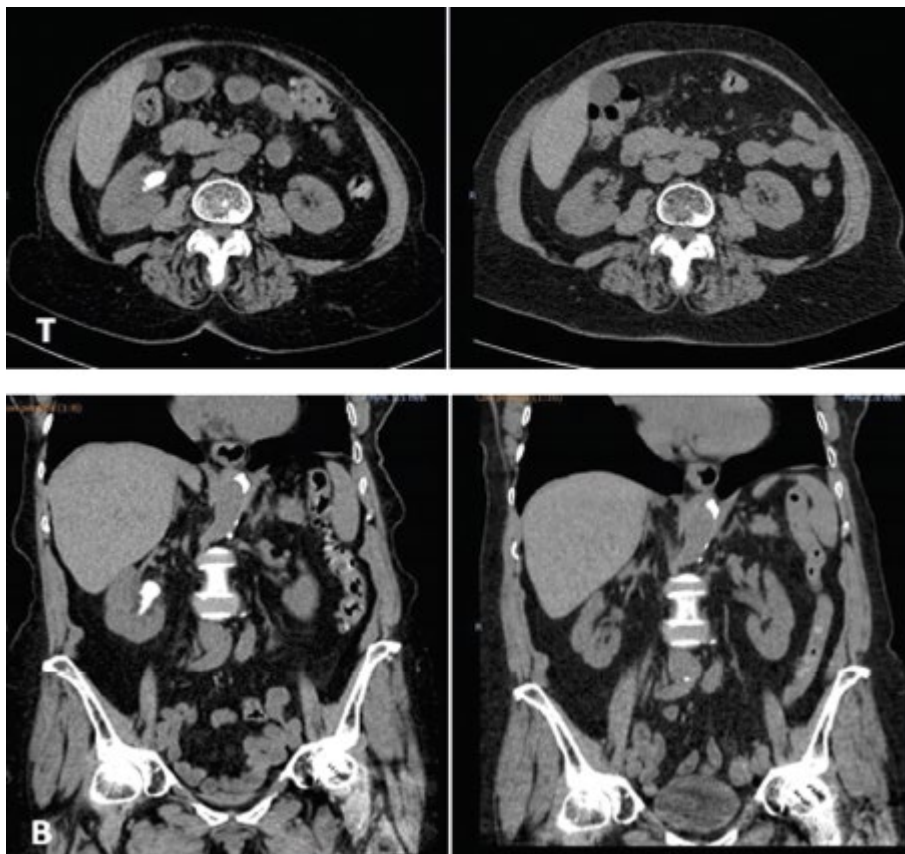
А) Поперечная проекция. Б) Коронарная проекция. Слева – изображение до начала лечения Лит-Контроля® Литура® Ур с коралловидным камнем в правой почке. Справа – компьютерная томография через шесть месяцев, демонстрирующая полное растворение почечного камня.
